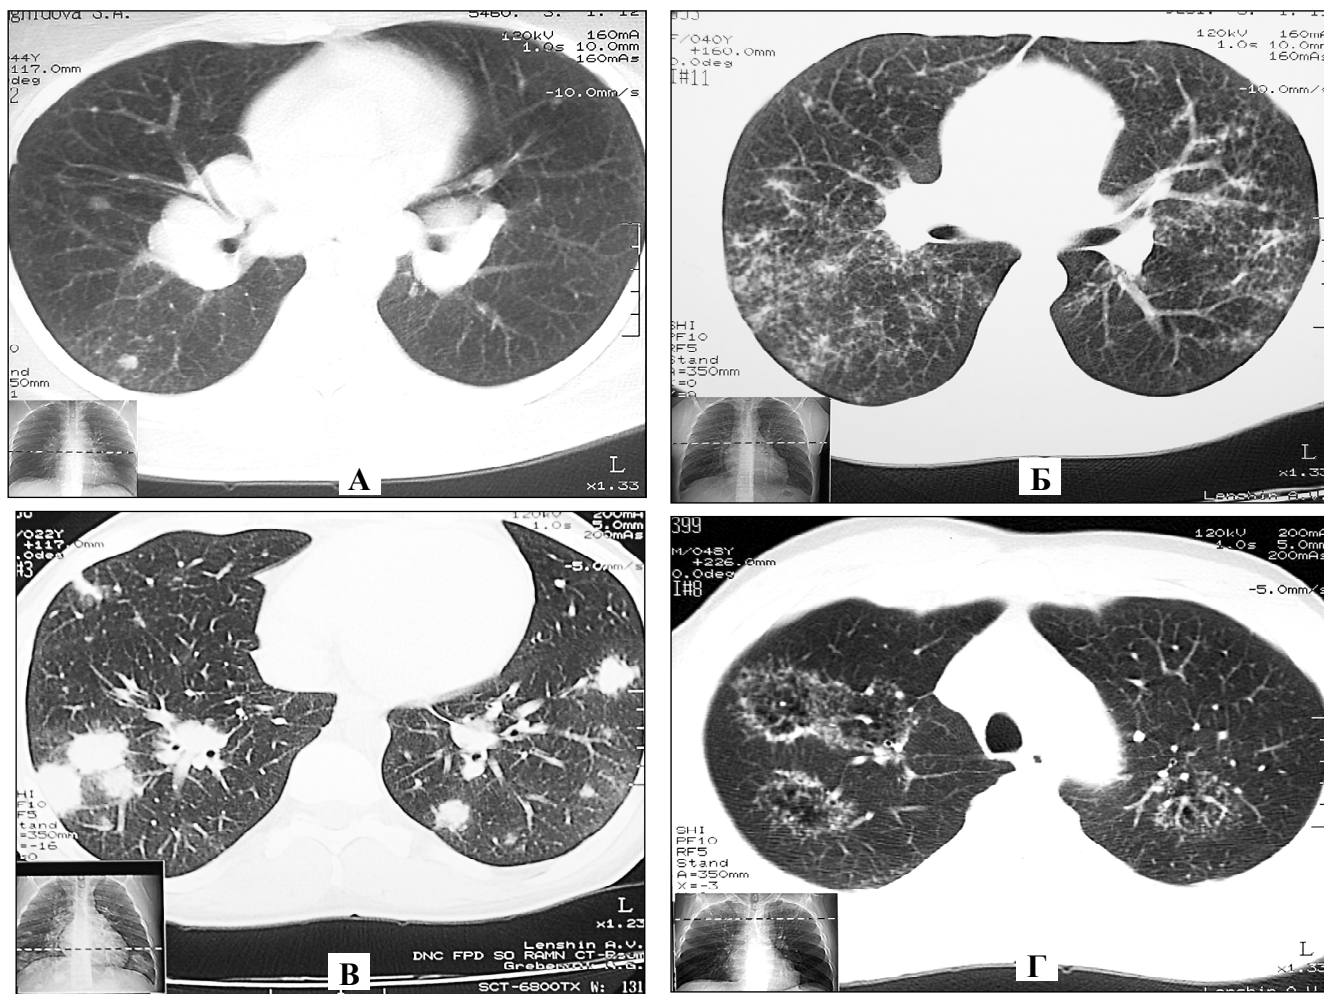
Саркоидоз II-III ст. Фрагменты компьютерных томограмм органов грудной клетки. Рентгеносимптомокомплекс вариантов паренхиматозных изменений у различных больных. А – одиночные крупные очаги и локализованные участки мелкоочаговой гранулематозной диссеминации; Б – полиморфная мелкоочаговая диссеминация, бронхопульмональные лимфоузлы увеличены незначительно; В – инфильтративно-конгломеративный рентгеносимптомокомплекс; Г – определяются причудливые, в виде гирлянд, скопления гранул вокруг ограниченных участков перестроенных стромально-паренхиматозных структур эмфизематозно-дистрофического характера
